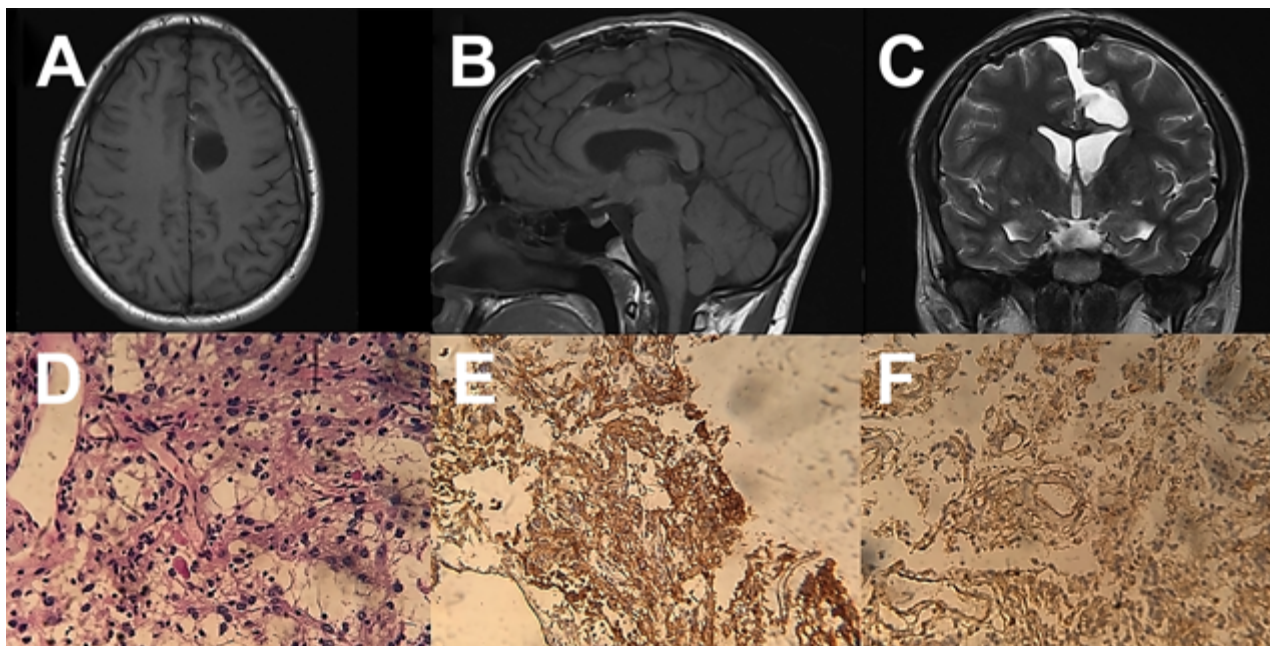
Imágenes post-operatorias. A, B) Secuencia T1 de resonancia magnética (RM) en plano axial y sagital respectivamente, donde se evidencia resección total del tumor. C) Secuencia T2 donde se observa huella de abordaje interhemisférico contralateral transfalcino y restitución de tamaño, forma y posición de ventrículo lateral y estructuras anatómicas adyacentes. D, E, F) Hallazgos histopatológicos. Cortes histológicos con tinción de eosina-hematoxilina en la cual se observa proliferación neoplásica constituida por elementos de núcleos esféricos y citoplasma claro cuya disposición es laxa y de baja densidad celular.
